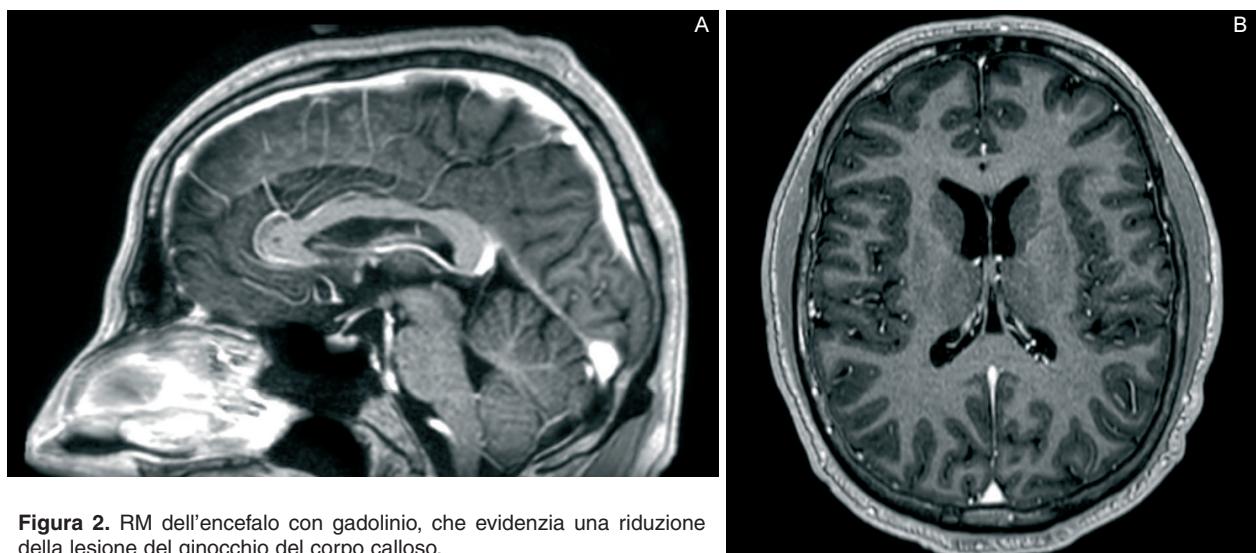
RM dell'encefalo con gadolinio, che evidenzia una riduzione della lesione del ginocchio del corpo calloso.
